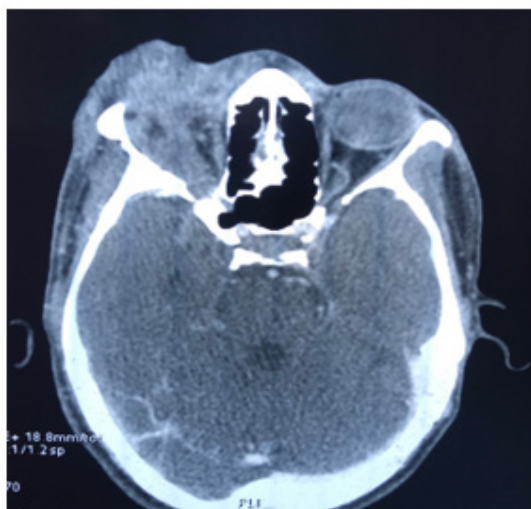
TDM ORBITAIRE: Masse au dépend des parties molles péri-orbitaires, à contours irréguliers, tissulaire, prenant le contraste de façon hétérogène, infiltrant le globe oculaire avec perte de sa sphéricité, les muscles oculomoteurs, et la graisse intra-conique, sans lyse osseuse orbitaire ou extension endocrânienne.
